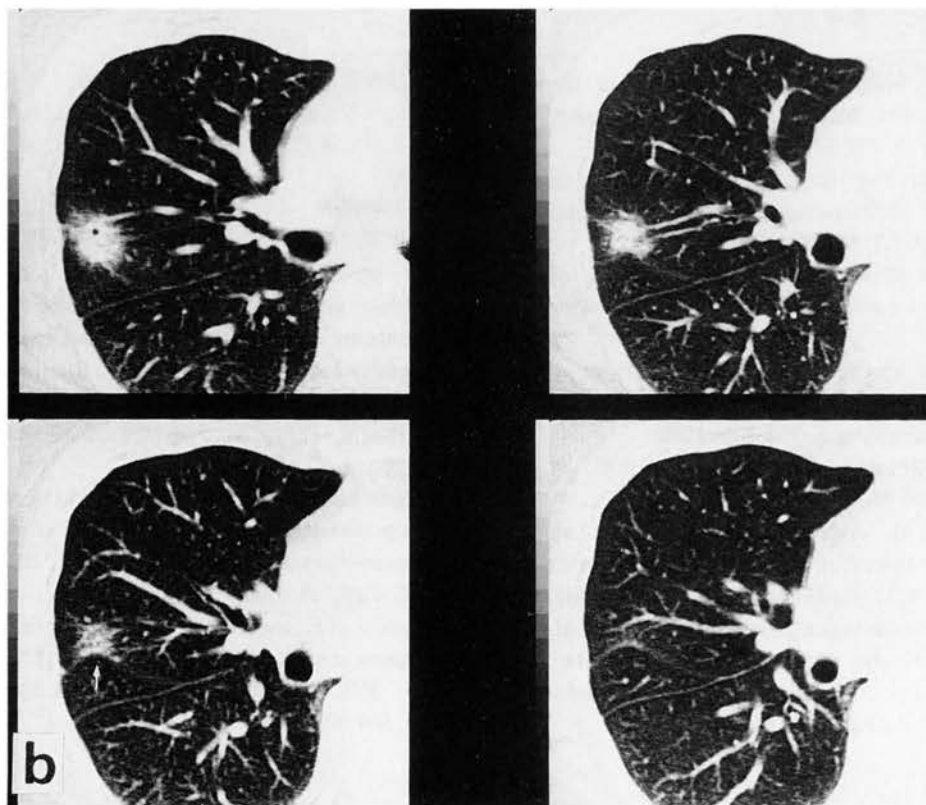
Comparison of vertical and oblique CT scans in the imaging of lung cancer(adenocarcinoma) in the right upper lobe.
